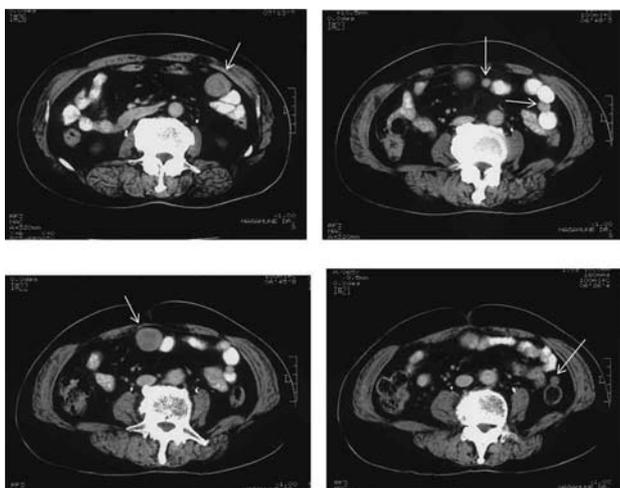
腹部 CT 検査所見（2003.12.1）
